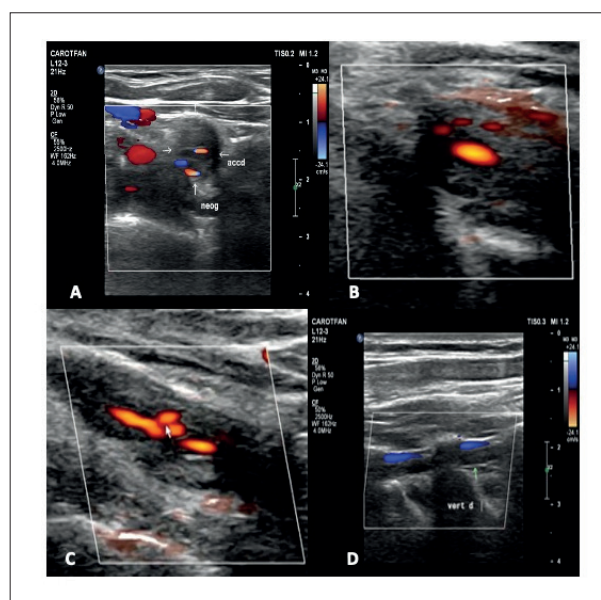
A) Corte transversal da artéria carótida comum direita com mapeamento de fluxo em cores evidenciando áreas de neovascularização em permeio no complexo mediointimal espessado; B) áreas de vascularização na parede arterial evidenciadas pelo Doppler de amplitude ao corte transversal; C) corte longitudinal da artéria carótida comum; D) ausência de fluxo ao mapeamento de fluxo em cores na artéria vertebral direita (oclusão).
